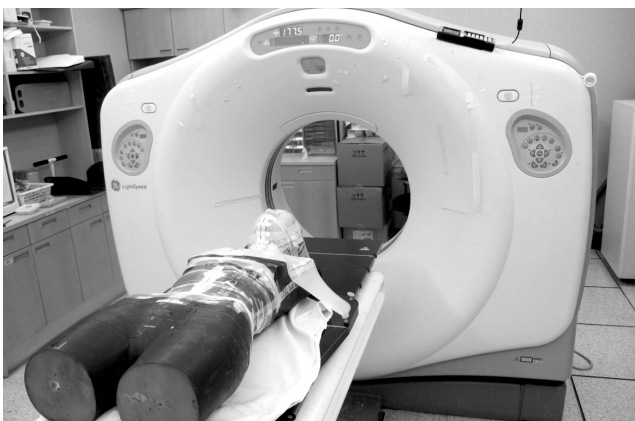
(a) CT scan of Rando Phantom (b) CBCT mode of LINAC
